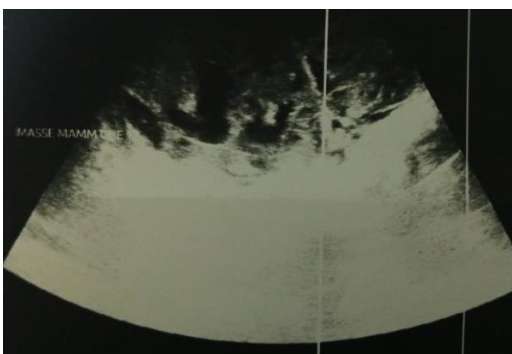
Image échographique objectivant une volumineuse masse tissulaire gauche de forme ovale, à contours nets, hypo échogène, hétérogène, renfermant des plages kystiques et mesurant 9.6/ 6/ 6.4 cm
